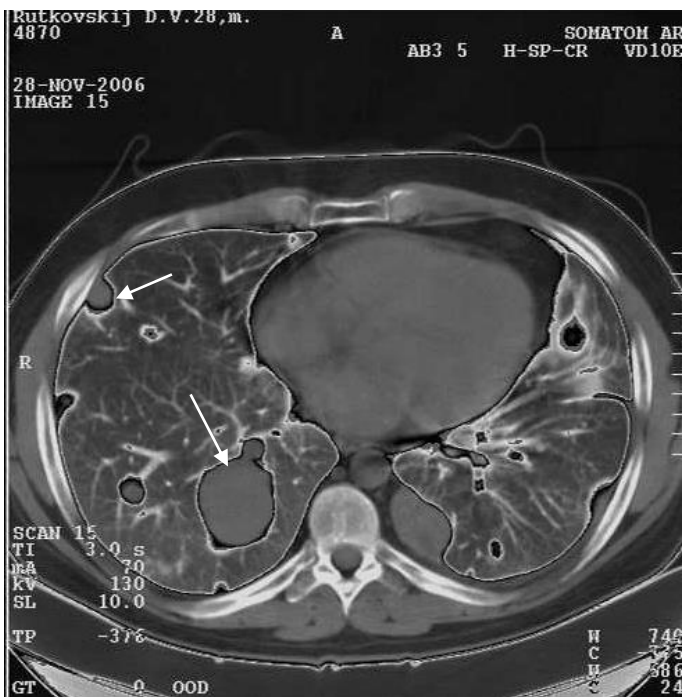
Компьютерная томограмма грудной клетки на уровне Т1х. Множественные, различных размеров, метастазы рака в обоих легких (отдельные метастазы указаны стрелками)
